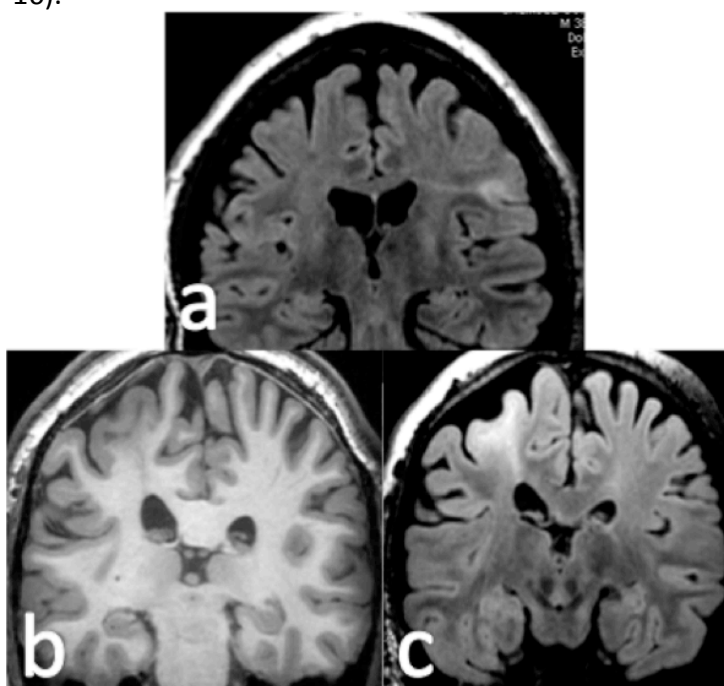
Ejemplos de TMT y displasia. Pequeña displasia cortical focal en el fondo del surco frontal inferior izquierdo (a) que en la secuencia FLAIR presenta hiperintensidad yuxtacortical y banda hiperintensa que se extiende hasta el ventrículo lateral. Displasia cortical focal en la circunvolución frontal media derecha (b y c) que presenta alteración de señal en la sustancia blanca yuxtacortical tanto en T1 (b) como en FLAIR (c) extendiéndose en forma de triángulo hasta el ventrículo lateral derecho.
